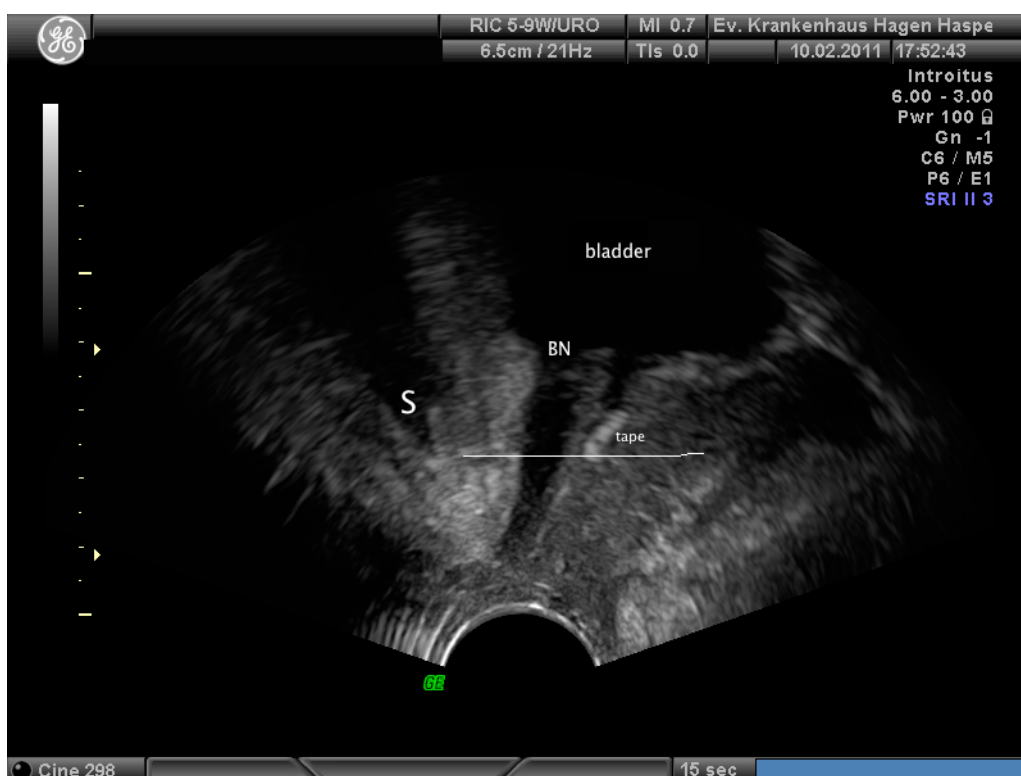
Pelvic Floor-Sonographie in Sagittalebene.
